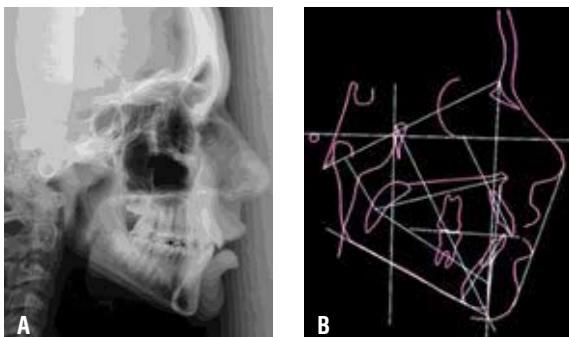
(A-B) – A) Telerradiografia inicial em norma lateral e B) traçado cefalométrico.
